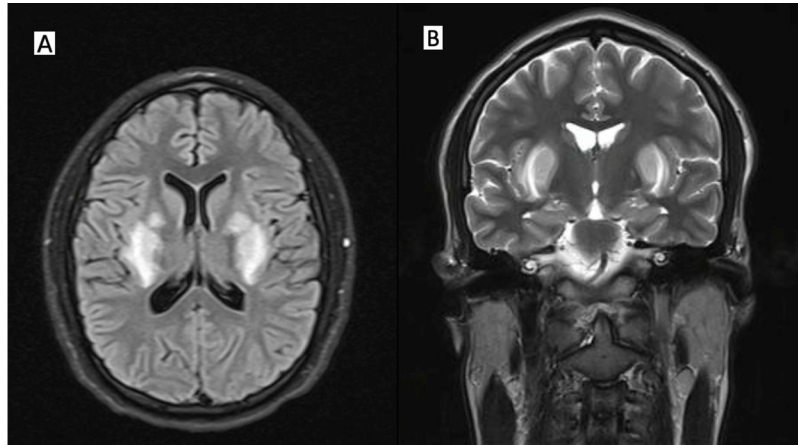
Resonancia magnética de encéfalo.
